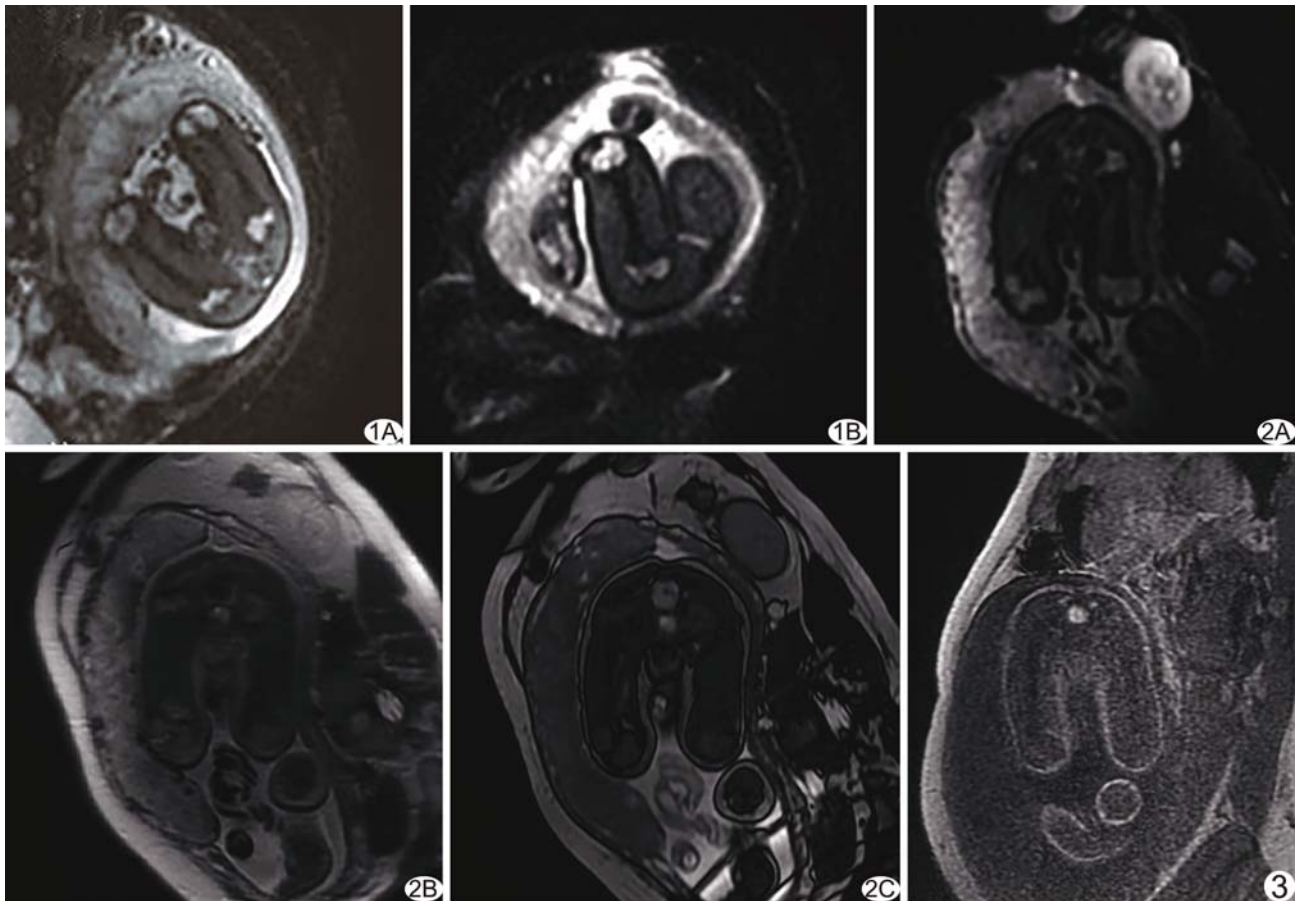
孕 36 周胎儿 MRI A. 冠状位 DWI; B. 矢状位 DWI 图 2 孕 37 周胎儿冠状位 MRI A. DWI; B. SSFSE 序列; C. FIESTA 序列
